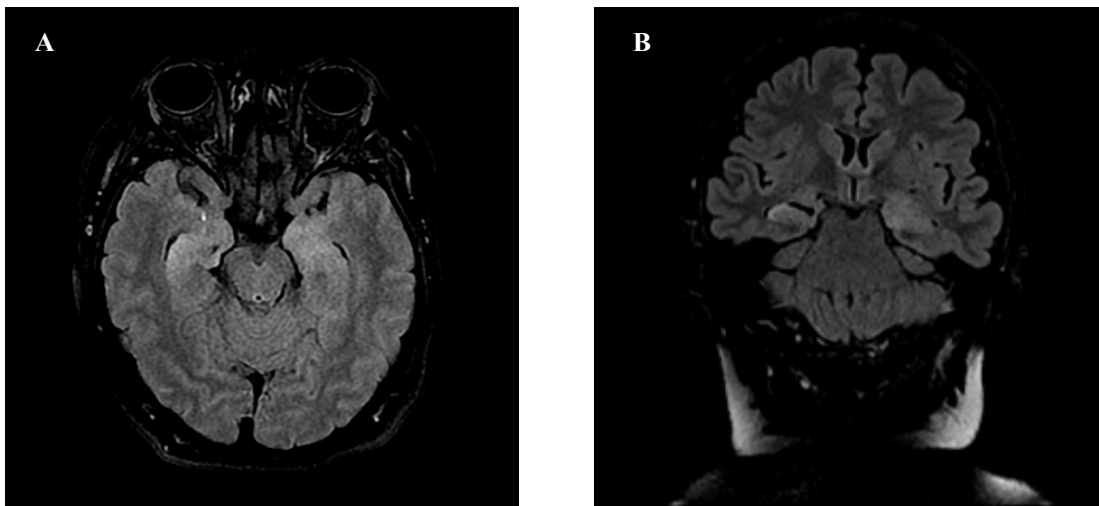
Caso 3: corte axial de RMN en secuencia FLAIR (A) y coronal FLAIR en el que destaca hiperintensidad bitemporal de predominio izquierdo. Fuente: Autores
